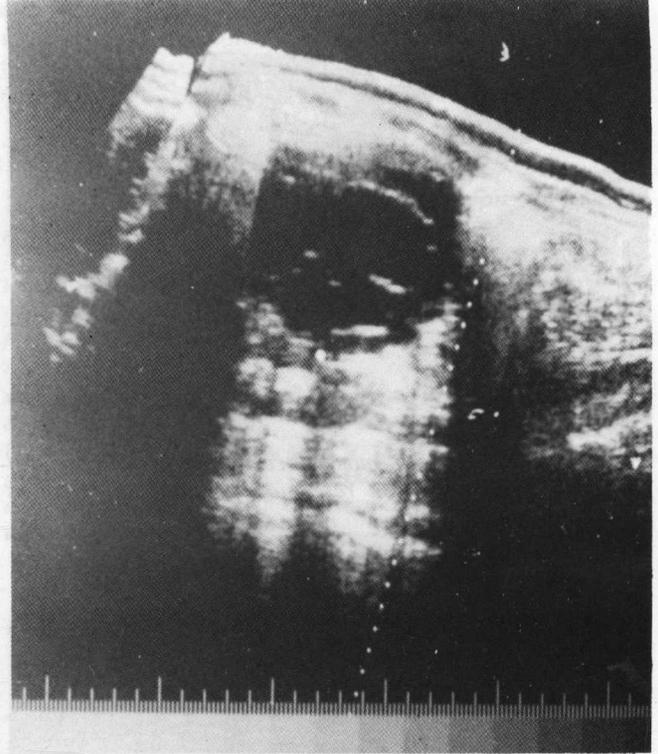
La ecografía abdominal reveló la presencia de una masa pancreática bien definida, multiloculada, de unos 12 cm de diámetro.
